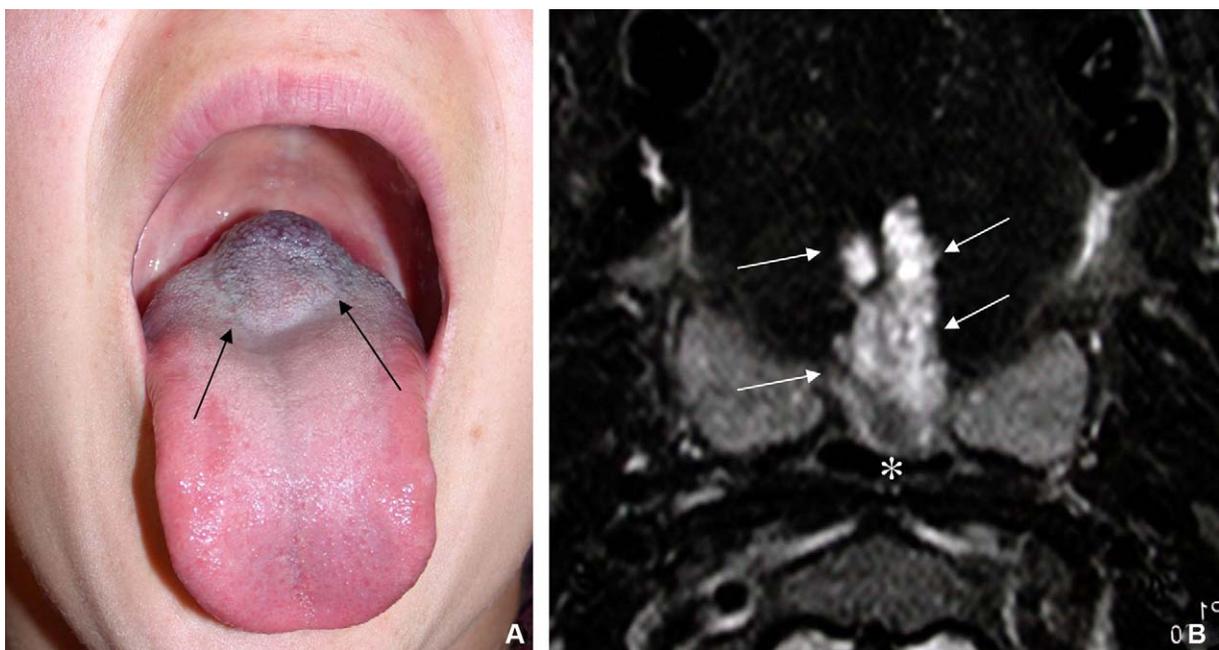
Trouble respiratoire secondaire à une MV de la base de la langue (A) avec compression des voies respiratoires (*) confirmée par l'IRM (B).
